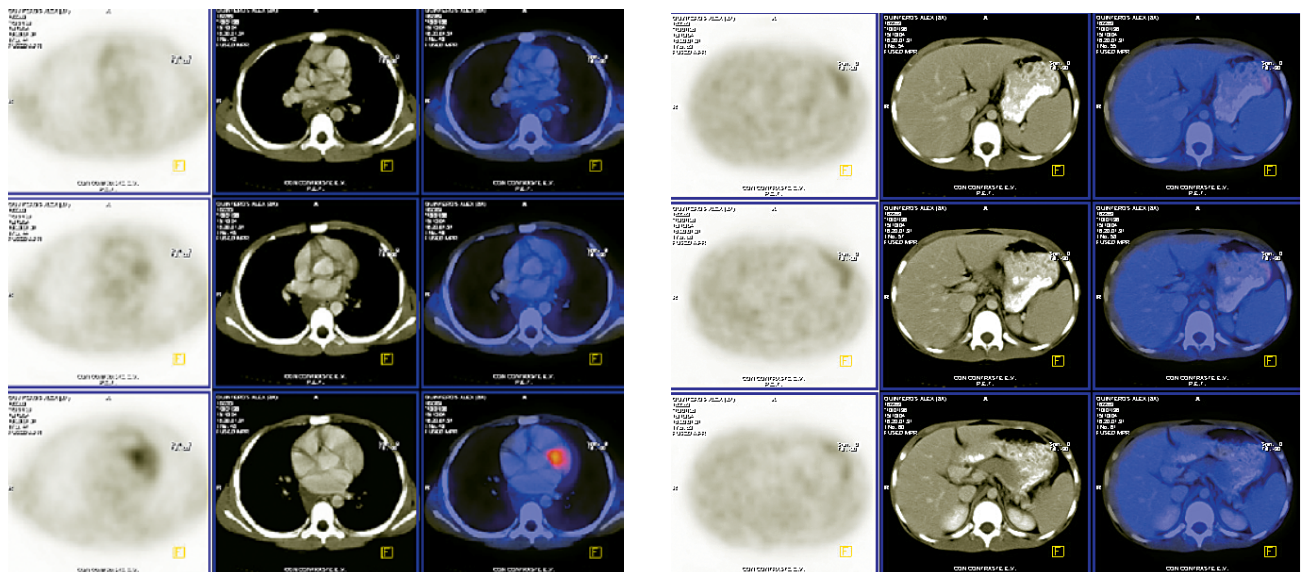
Tomografía por emisión de positrones. Control luego del trasplante de médula ósea. En este momento el examen no muestra ningún foco hipercaptante patológico, lo que indica adecuada respuesta al tratamiento. La imagen hipercaptante en superposición con la silueta cardíaca corresponde a captación normal del ventrículo izquierdo.
